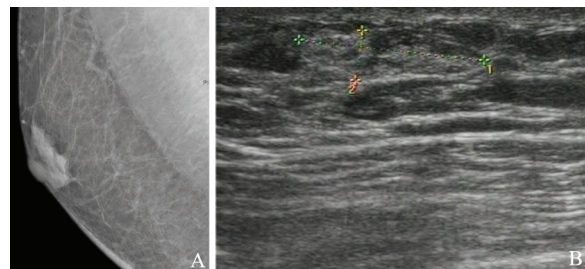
1例65岁男性右侧乳腺发育症患者的X线摄影和超声诊断图像
